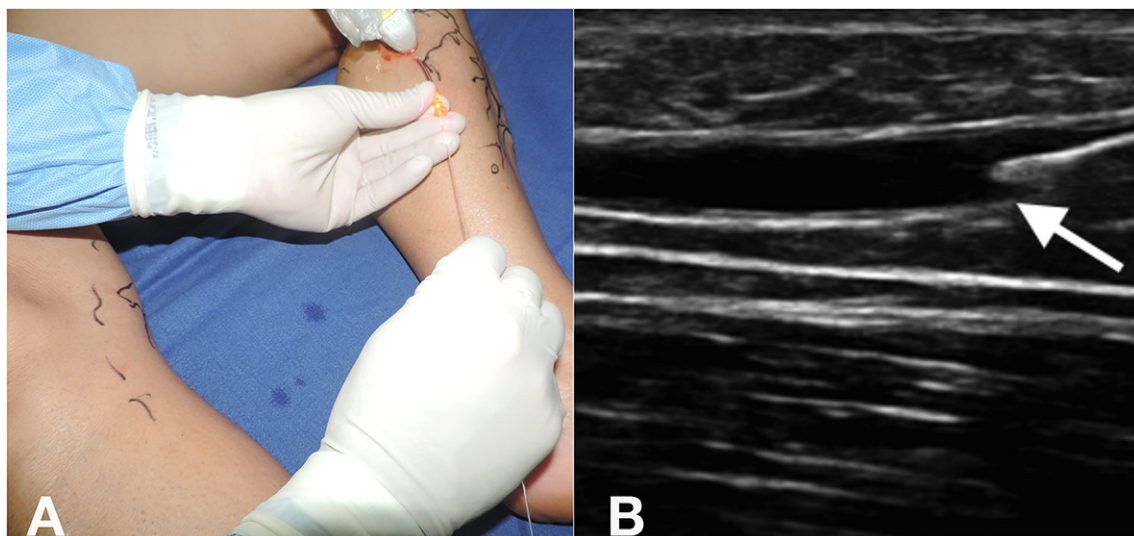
Ultrasound-guided puncture (A) and placement of bare fiber (B).
